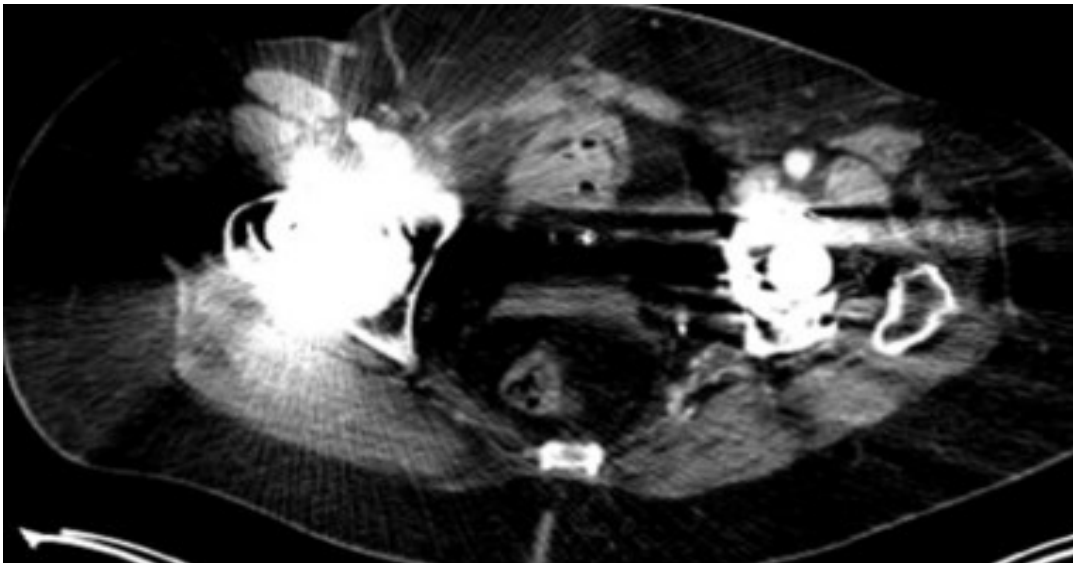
BB- und DB-Artefakte in der Umgebung einer Hüftprothese im CT-Bild sowie Darstellung der dadurch bedingten Auslöschungen im korrespondierenden PET-Bild
